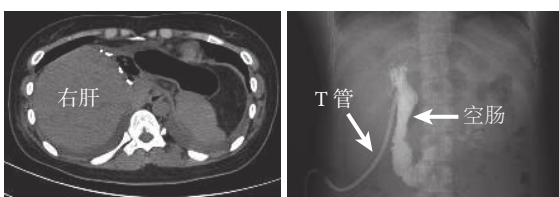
示术后第 6 天时腹部 CT 及术后第 6 周时胆管造影结果
